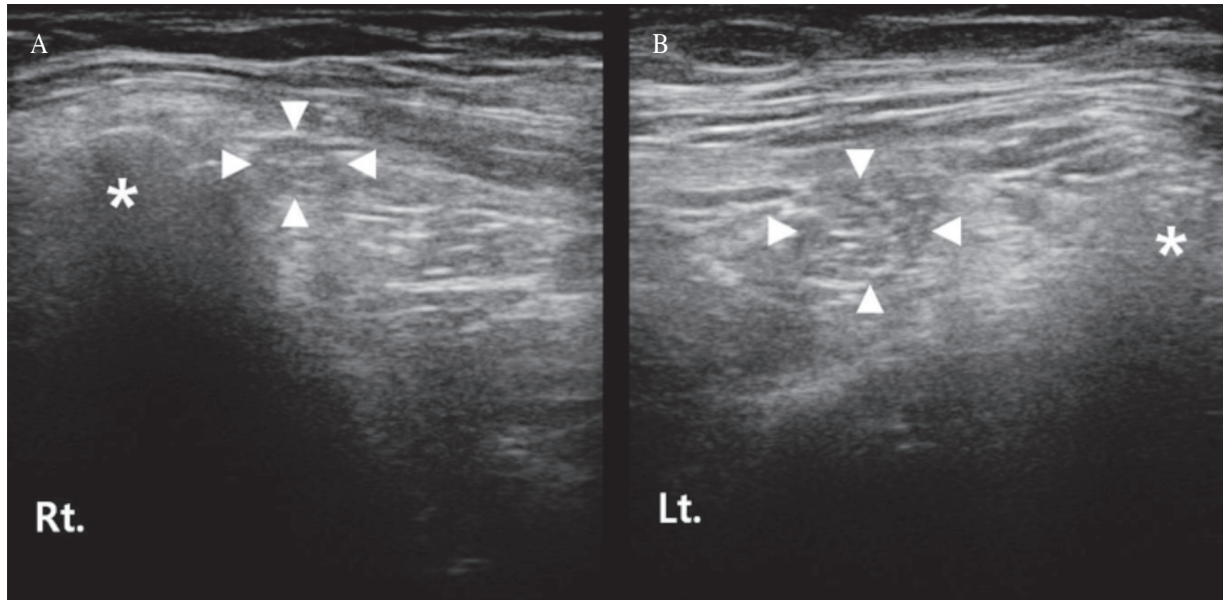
(A) Cross-sectional ultrasonography findings of the lateral femoral cutaneous nerve (LFCN, arrowheads), medial to the anterior superior iliac spine (ASIS, asterisk). (B) The LFCN is swollen compared with the right LFCN.
